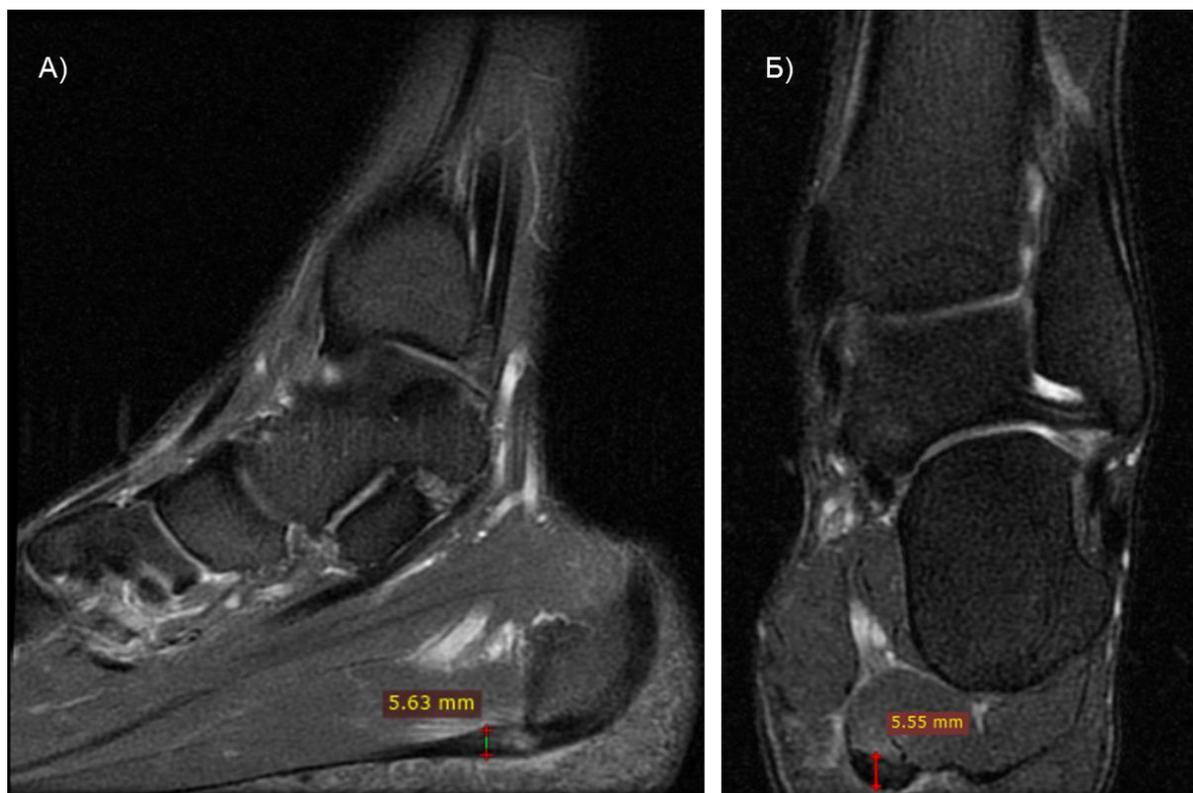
Томограммы сагиттального (А) и фронтального (Б) срезов стопы спортсмена с ПФ с демонстрацией определения толщины подошвенной фасции
